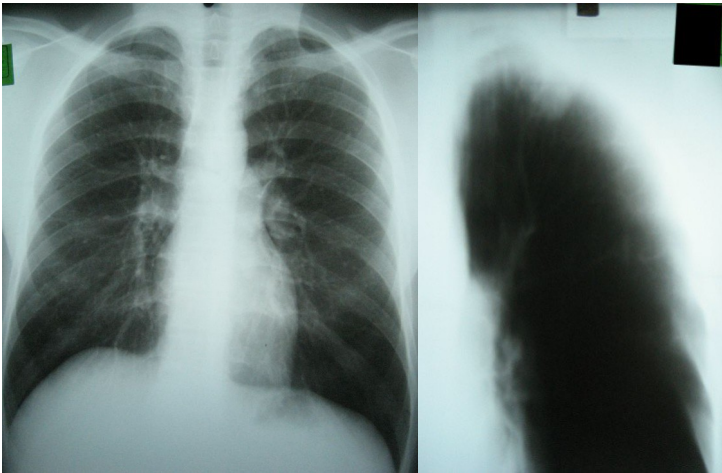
Рентгенограмма и томограмма (4см) больного А. через 2 месяца
